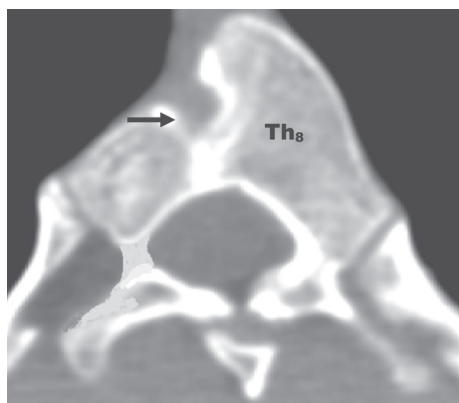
Неполная сагиттальная щель тела восьмого грудного позвонка (Th₈) в аксиальной проекции. (костный дефект указан стрелкой). Компьютерная томограмма
